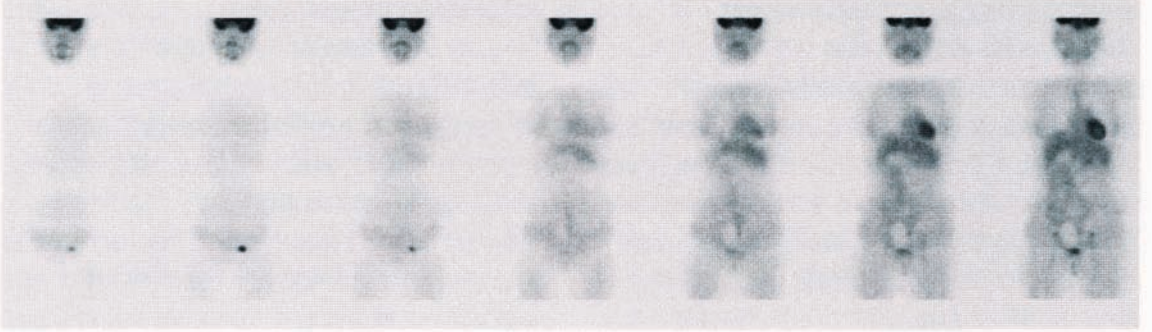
(症例 3) ^{18}F -FDG PET 冠状断像
